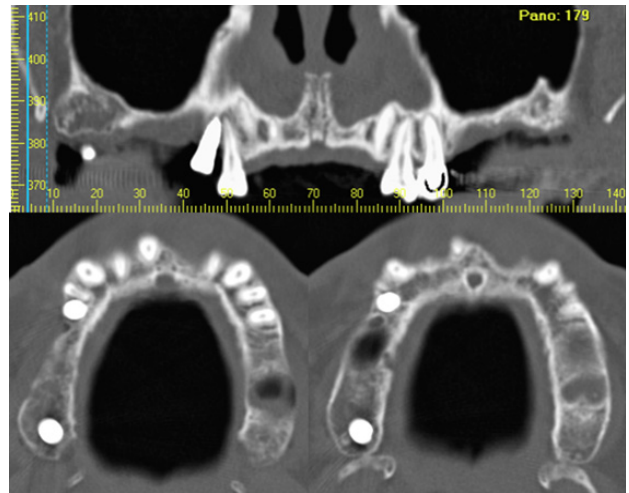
초진 후 촬영한 CT images, #15i 임플란트 근단의 #14 근단부위 치주인대 침범이 관찰됨. #14 치근단부위의 방사선 투과상 병소 확인됨
